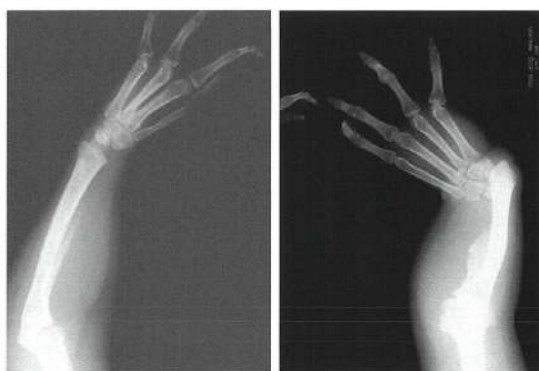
症例2の上肢X線 指は4本で橈骨系統の異常が顕著である
